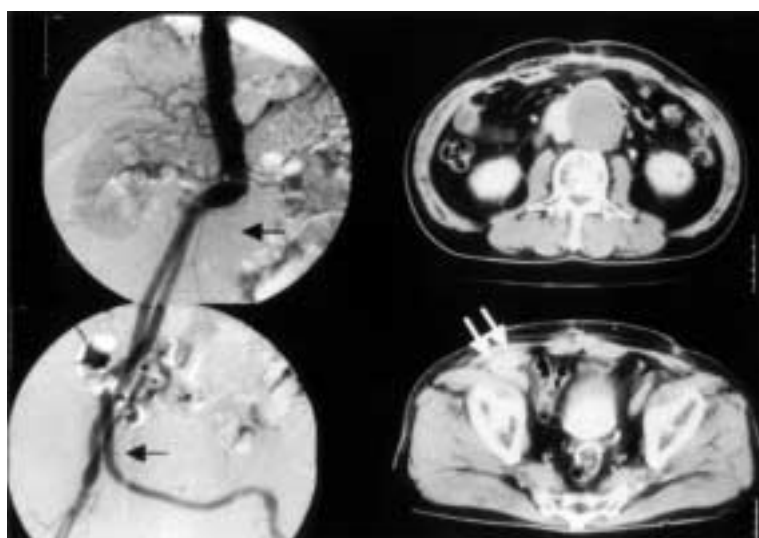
A Postoperative aortography and CT scans
